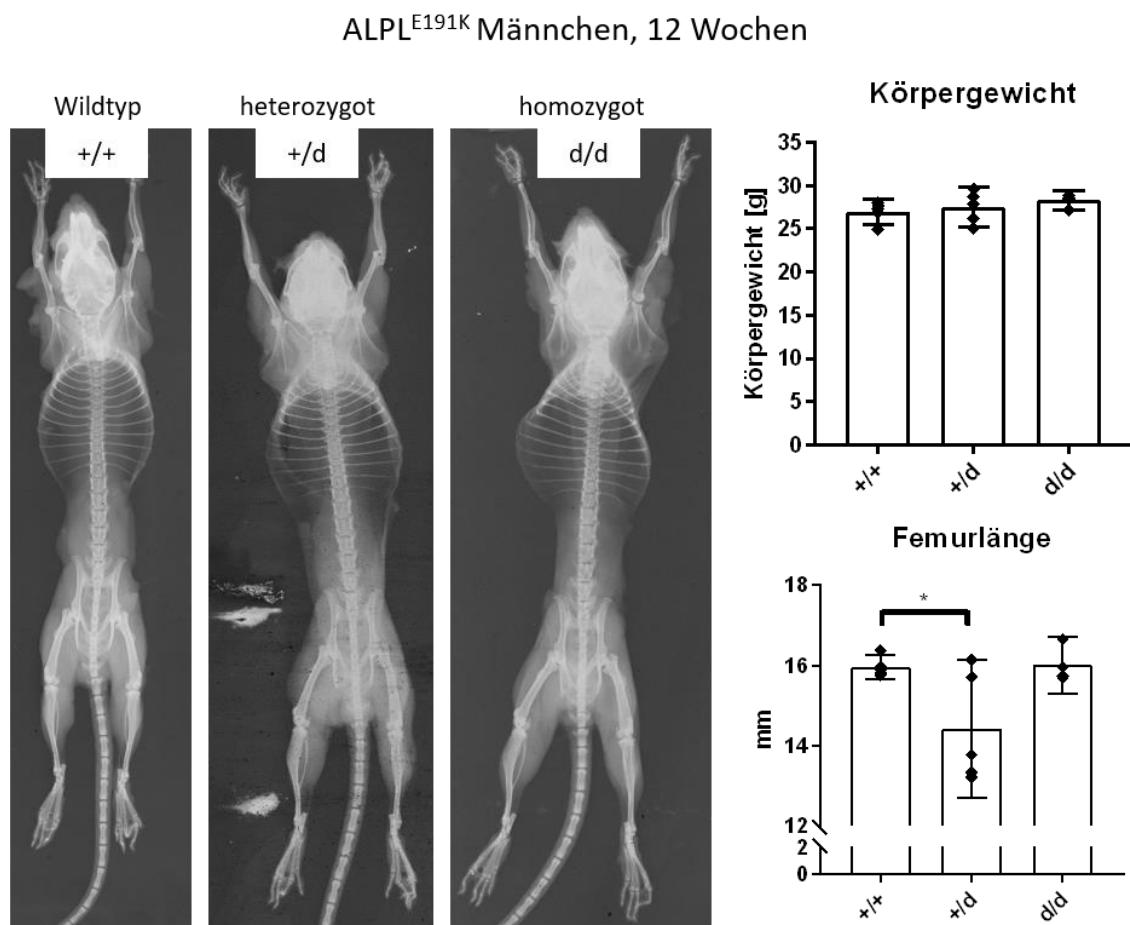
exemplarische radiographische Gegenüberstellung von männlichen Wildtyp-, heterozygoten und homozygoten (v.l.) $ALPL^{E191K}$ -Mäusen im Alter von 12 Wochen (links) sowie Vergleich von Körpergewicht und Femurlänge der untersuchten Gruppen (rechts).
